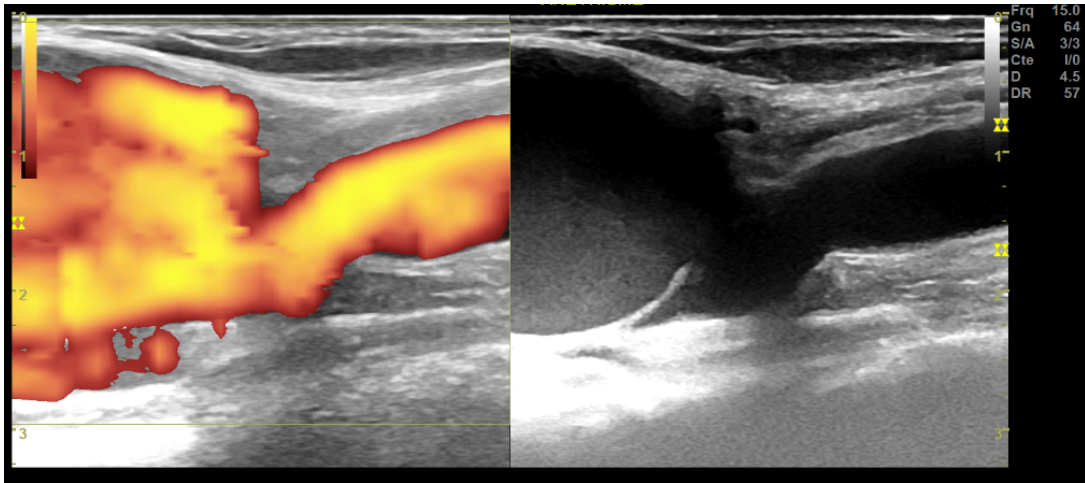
Échodoppler mode B et énergie, montre le rétablissement du calibre de la veine à 5,6mm
